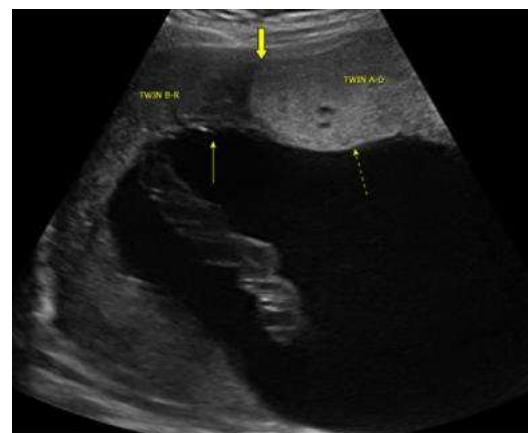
Ecografía en SAP que muestra la placenta del gemelo donante (TWIN A-D) la cual es gruesa e hiperecogénica, y la placenta del receptor (TWIN B-R) que aparece delgada e hipoeccogénica.
